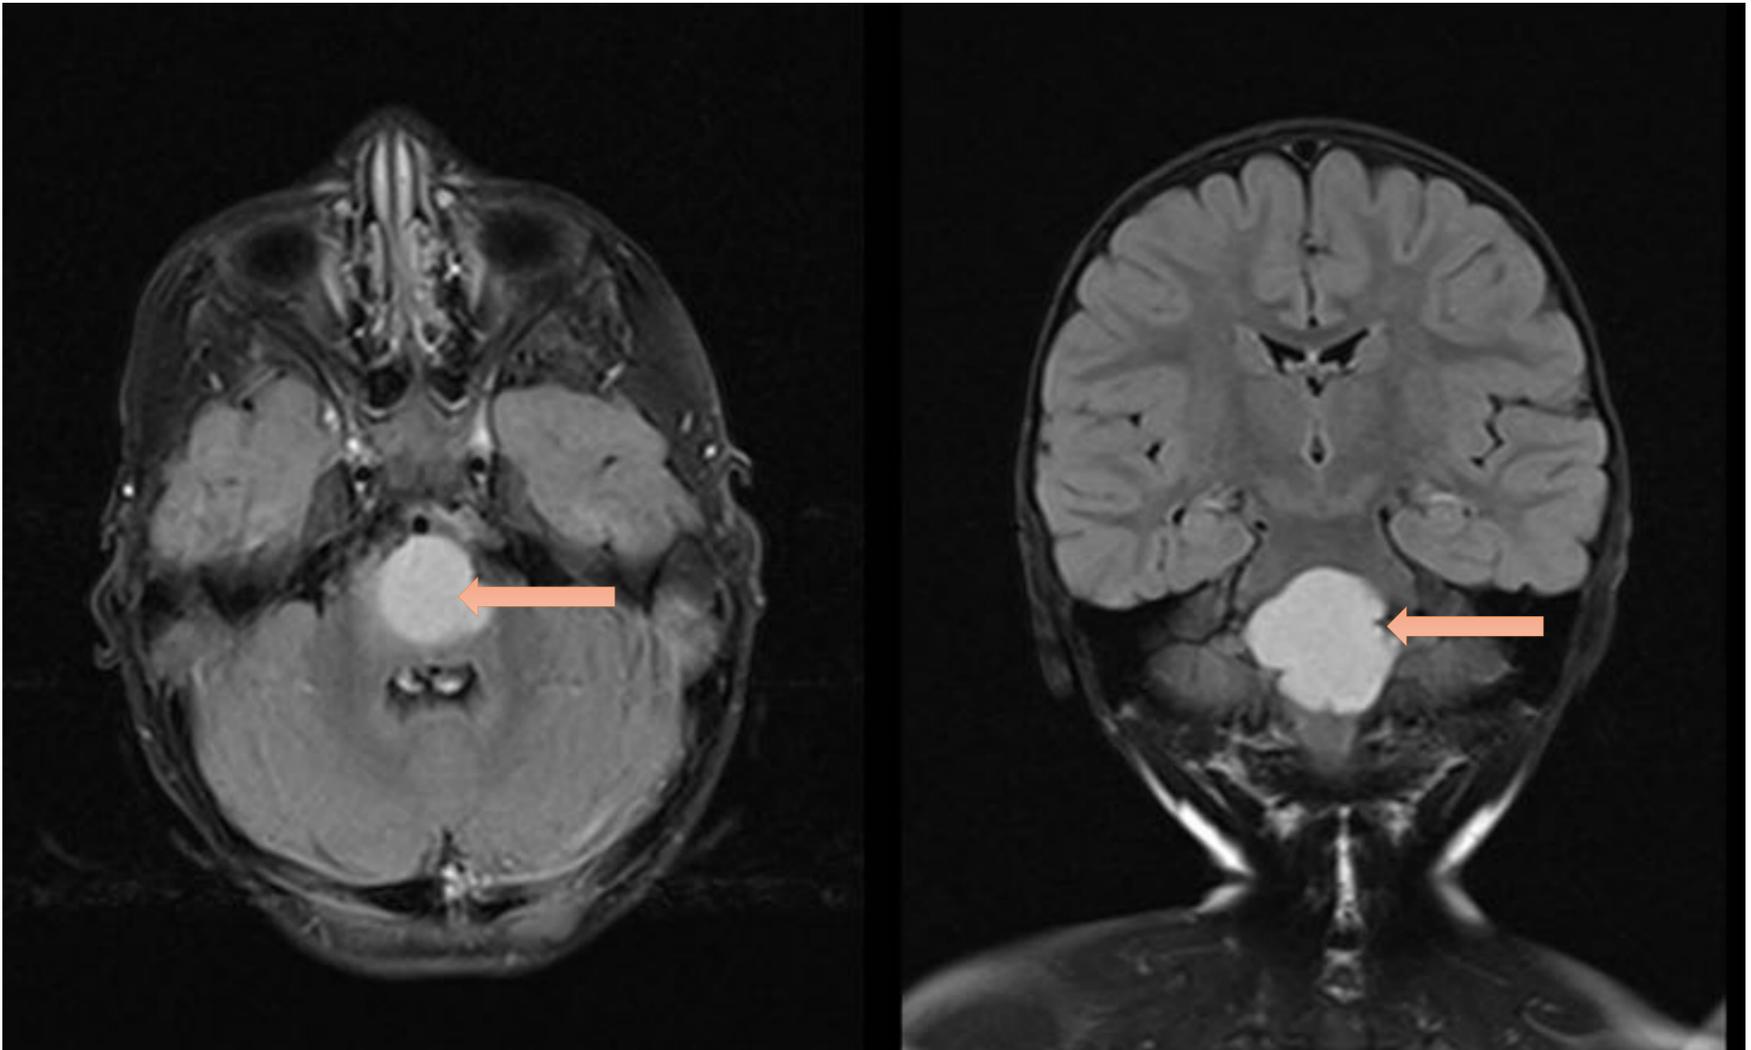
Secuencia FLAIR de RM en planos axial y coronal. Masa troncular polilobulada, homogénea e hiperintensa.
